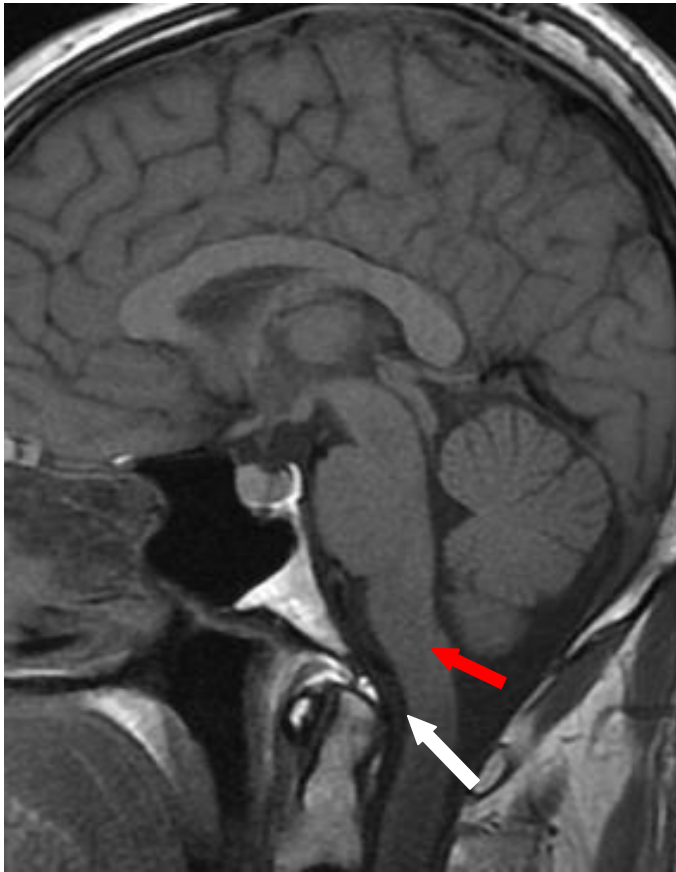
IRM cérébrale normale. Cette coupe sagittale traverse le milieu du cerveau et montre les structures vues en figure 3. Le LCR apparaît en noir et nous pouvons voir une collection de LCR au niveau de la jonction crano vertébrale, nommée aussi cisterna magna (flèche blanche). La flèche rouge montre les amygdales cérébelleuses (normales sur cette coupe).
